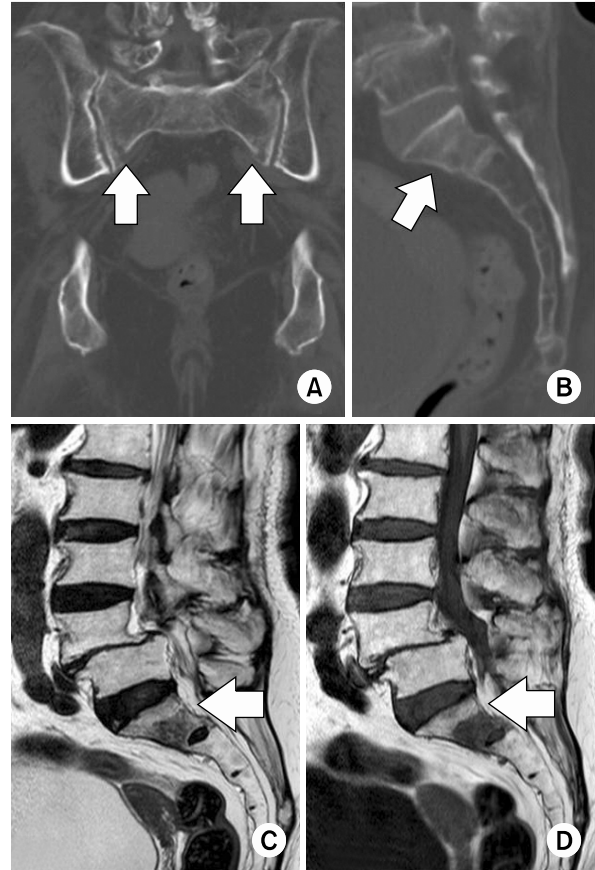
Coronal image (A) and sagittal image (B) of pelvic CT scan shows bilateral sacral insufficiency fracture with cortical discontinuity (white arrow). T2 (C) and T1-weighted sagittal image (D) of lumbosacral MRI show perilesional edema (white arrow).
